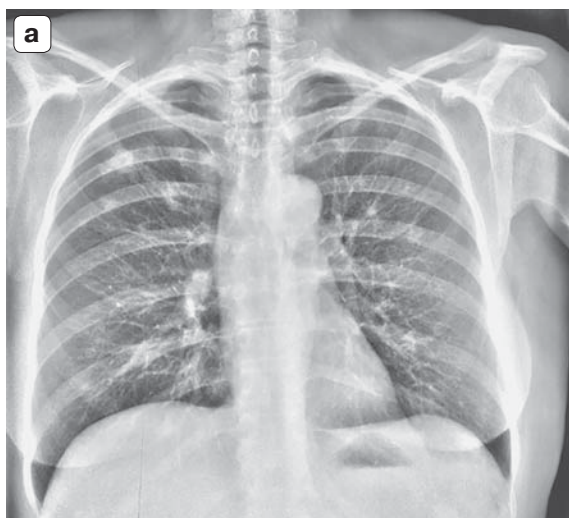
Больная К., 53 года, синдром очаговой диссеминации в верхнесредних отделах легких с распадом. Те же снимки, что на рис. 14, после постобработки. а – флюорограмма, фильтрация Fon Equalize High и обострения Sharpen 2 × 2; б – рентгенограмма с АРЦ, оптимизация динамического диапазона 6 ед.
